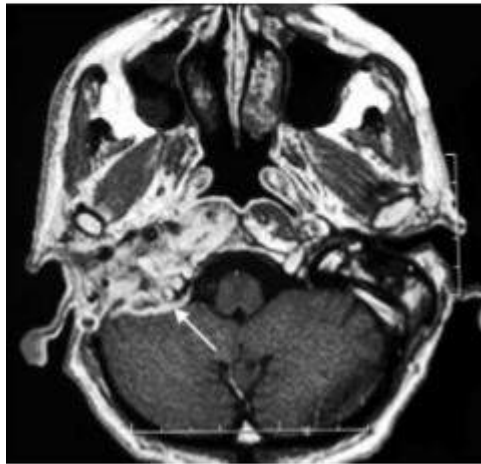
T1 weighted with contrast magnetic resonance, axial section. Pathological tissue on T1 weighted images with contrast enhancement involves the neotympanic cavity, the lateral parapharyngeal space, the right posterior foramen lacerum, as well as the condyloid canal. It also extends posteriorly involving the right cerebellum (arrow).
